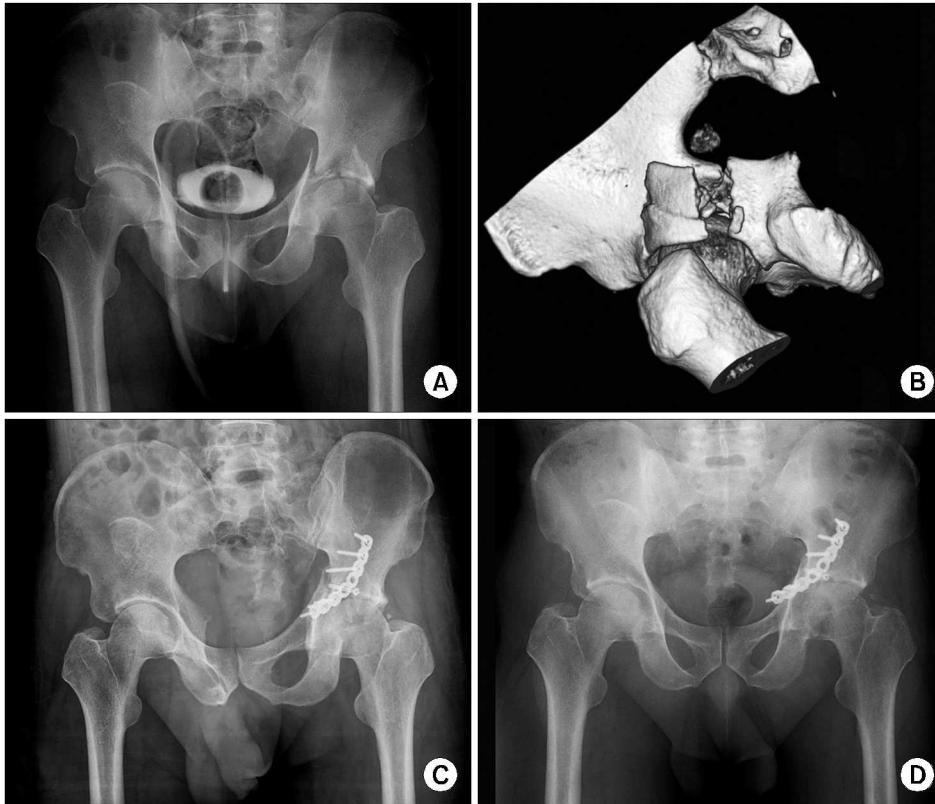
A 41-year-old male. Preoperative pelvis AP radiograph (A) and 3D computed tomography (B) demonstrates a tranverse fracture. Postoperative pelvis AP radiograph (C) demonstrates poor reduction through the Kocher-Langenbeck approach. Radiograph (D) obtained 17 months postoperatively demonstrate poor results.
